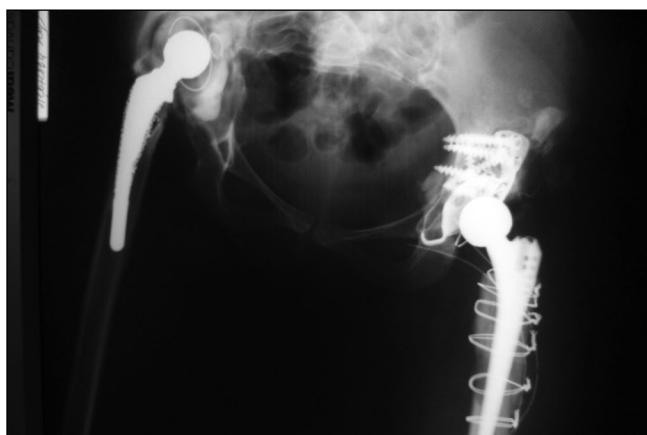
Рентгенограмма таза после ревизионного эндопротезирования левого тазобедренного сустава в 2012 г.
